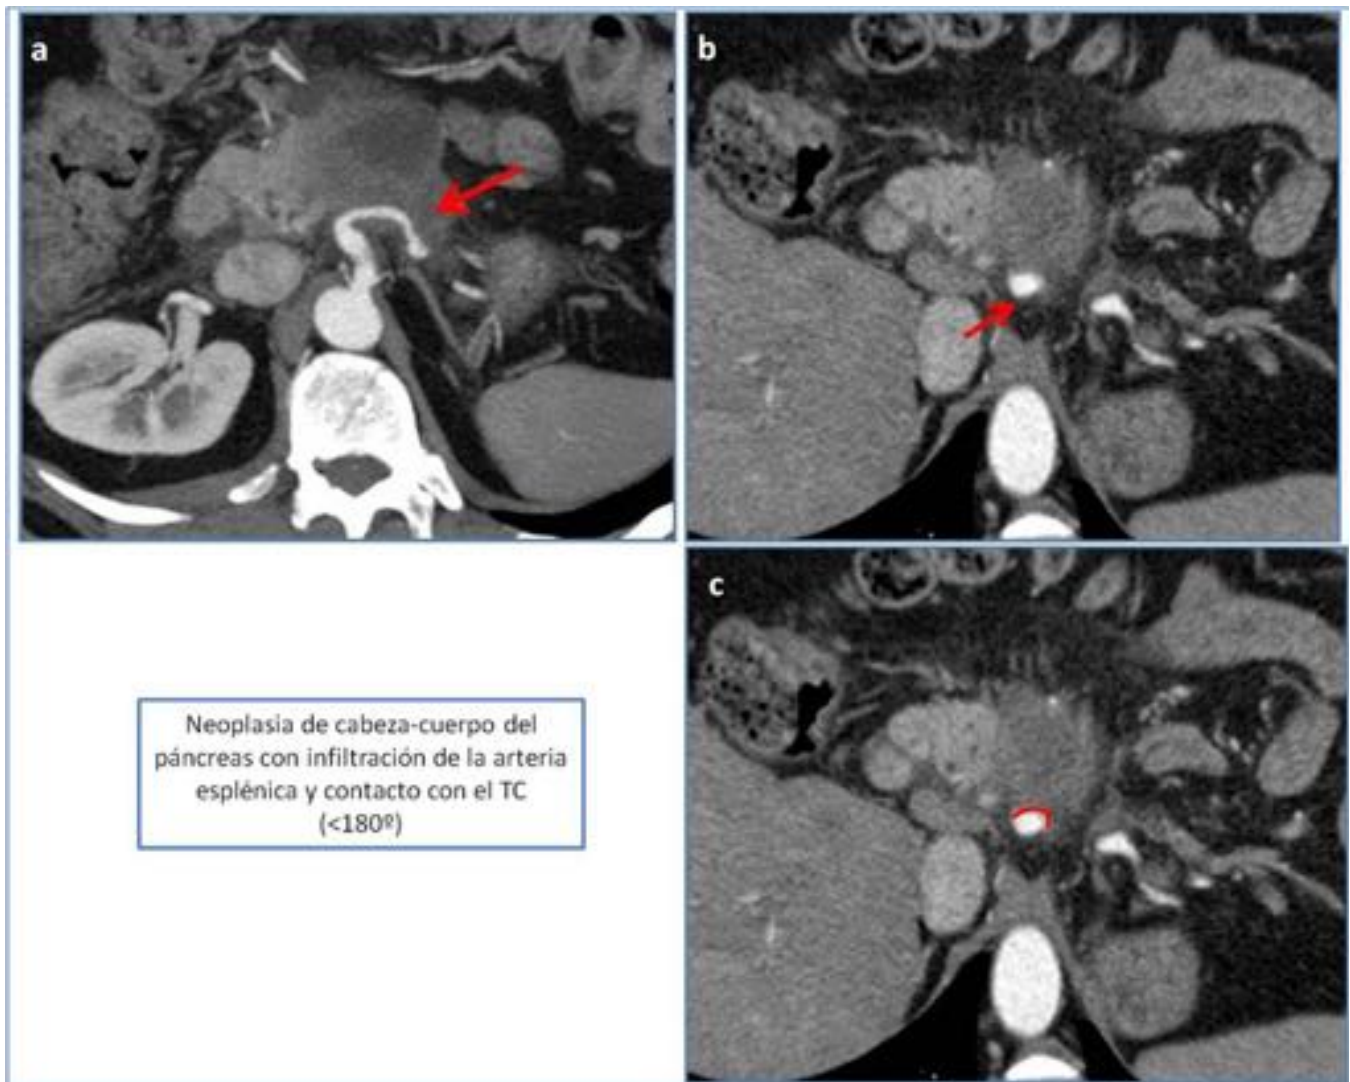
Neoplasia de cabeza-cuerpo de páncreas con infiltración vascular. (a) El tumor engloba a la AE. (b) y (c) El tumor contacta en <math><180^\circ</math> con el TC.
